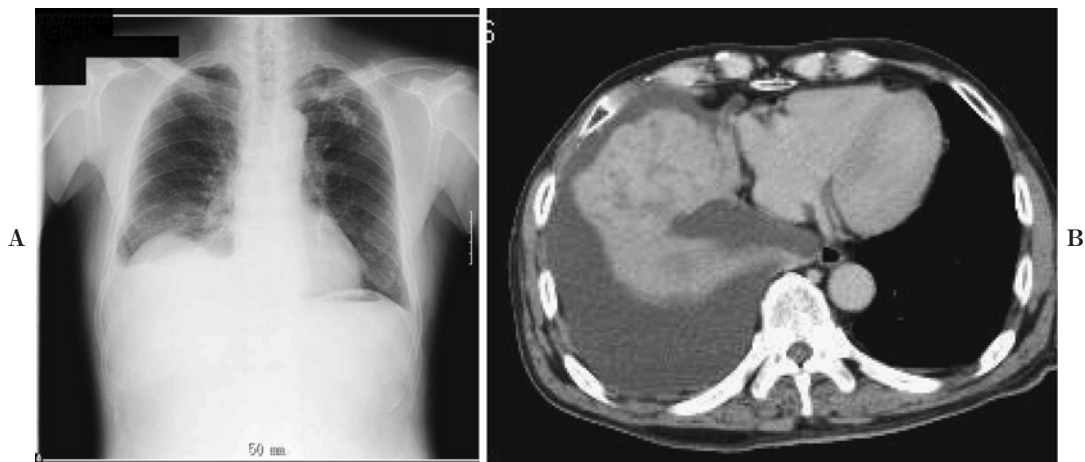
(A) Chest X-ray film on admission showing a mass and pleural effusion in the right lower lung field, (B) enhanced chest CT scan on admission showing a heterogeneously enhanced large mass on the diaphragm.
